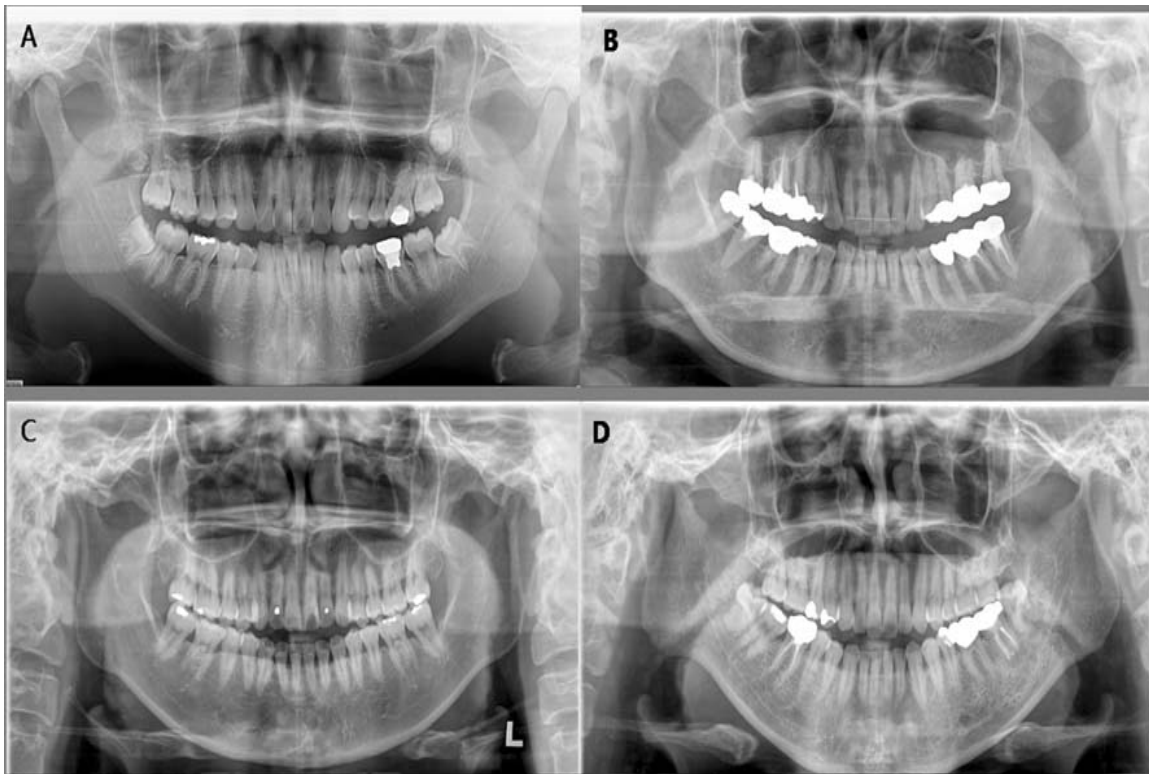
Panoramic radiographs of patients with condylar resorption
